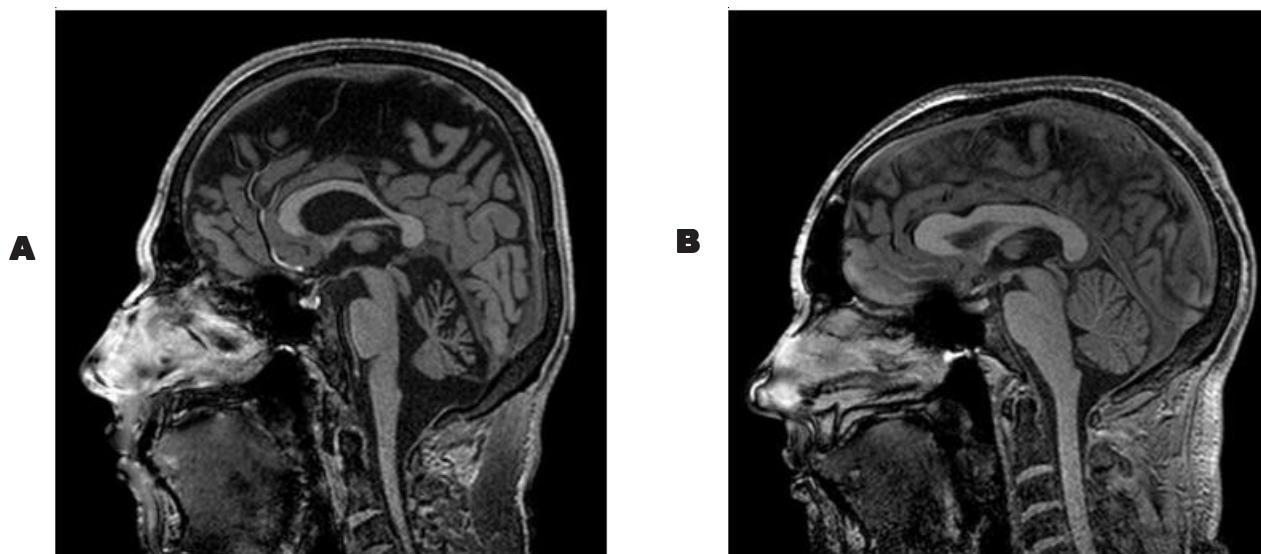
A) Imagem de RM (T1, sagital) demonstrando acentuada atrofia cerebelar, de predomínio vermiano; B) Imagem de RM comparativa demonstrando cerebello normal.
